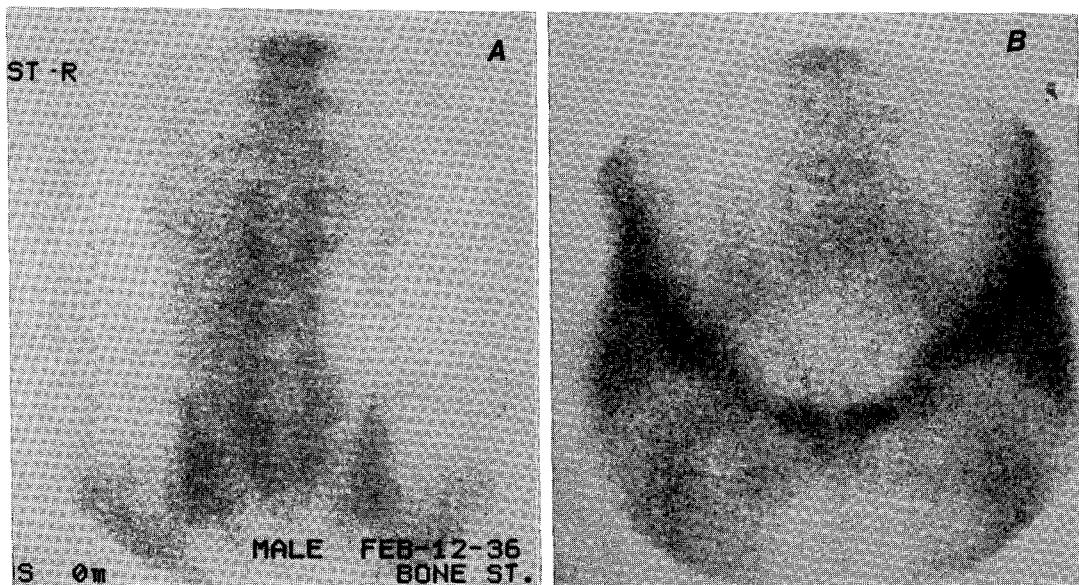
Posterior view scintigraph of psoas muscles (A) and anterior view of hip girdle muscles (B). Both images showed intense uptake of Tc-99m MDP in these muscles.
